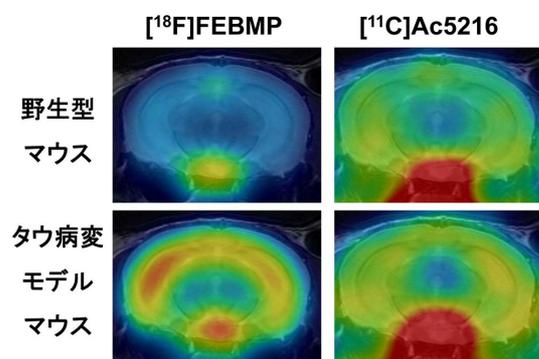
新規 TSP0 プロブ FEBMP と既存プロブ Ac5216 による PET イメージング
